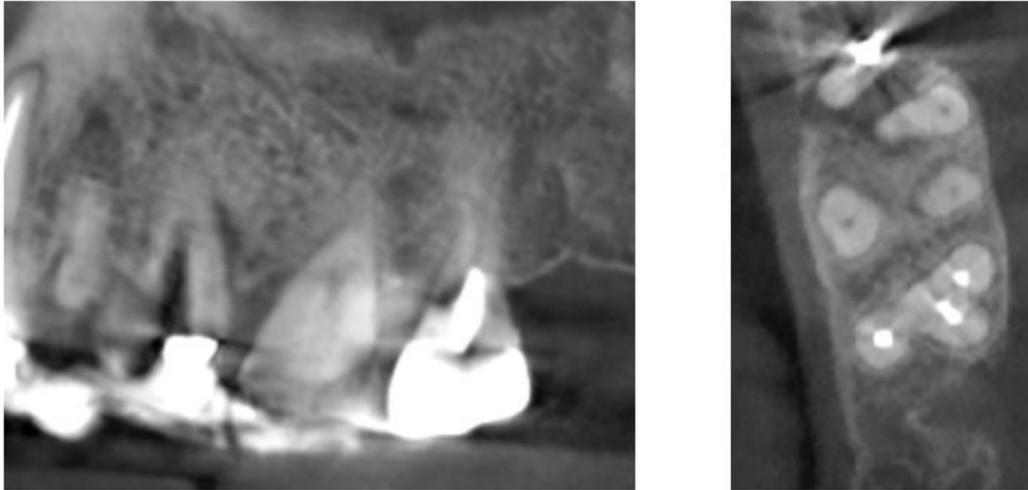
Lésion angulaire en mésial de la racine palatine de 26 visible sur le CBCT : coupe sagittale à gauche et coupe axiale à droite (examens radiographiques du Dr CALVO)
